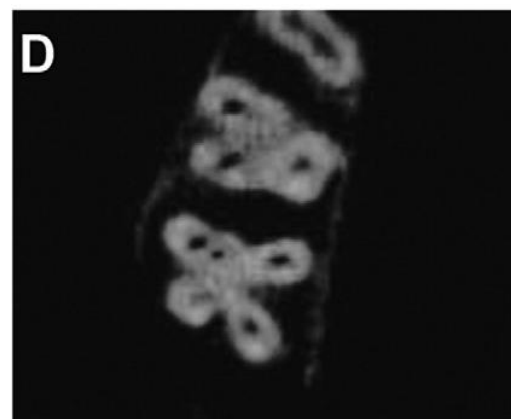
Visualização de 5 canais radiculares num 2º molar superior através de um corte axial por CBCT. (*In Kottoor et al 2009*).
